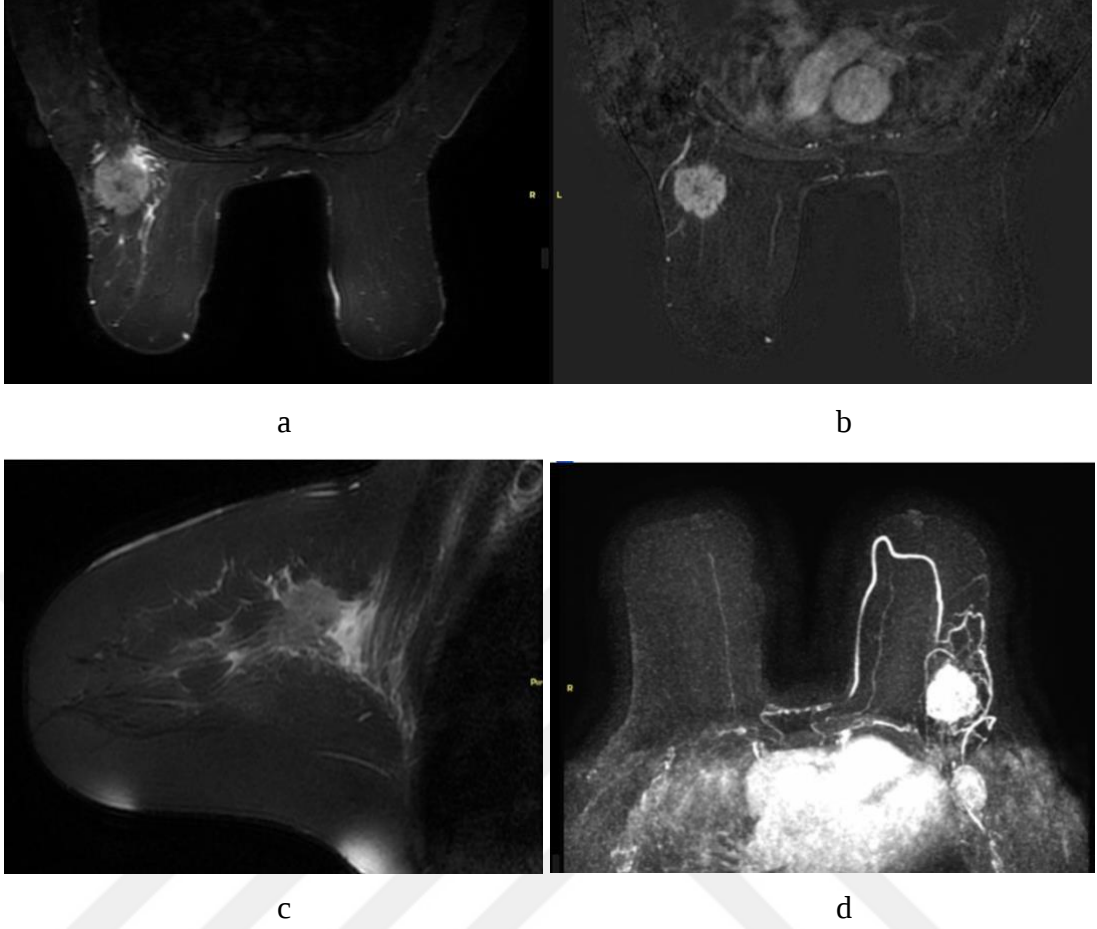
Olgunun preoperatuar MRG incelemesinde aksiyel STIR TSE görüntüde peritümöral ödem görülüyor (a). Subtraction görüntüde sağ meme orta dış kadranda posterior yerleşimli 2 cm çapında düzensiz sınırlı heterojen kontrastlanan kitle mevcut (b).
